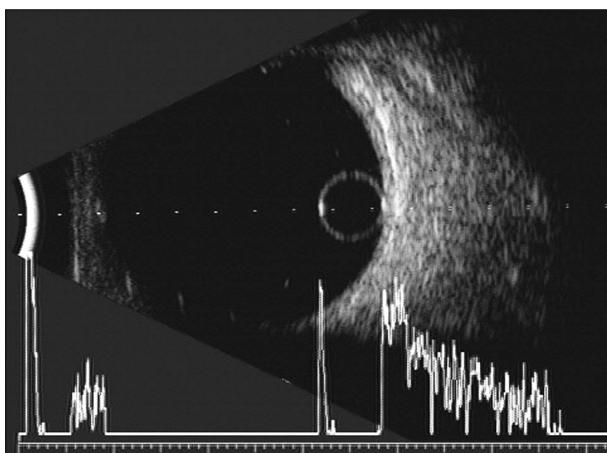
Ultrasound B-scan shows curvilinear high echo corresponding to the cyst wall of intravitreal cyscercosis. Note the high amplitude of the anterior and posterior cyst wall and lack of echogenicity inside the cyst on the A-scan.
